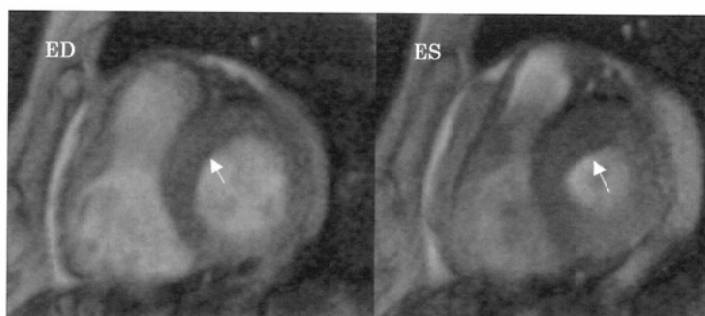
Basal short-axis images at end-diastolic phase (ED) and end-systolic phase (ES) on cine MRI. The enhanced area in the septum shows a slight wall motion abnormality (arrows).
